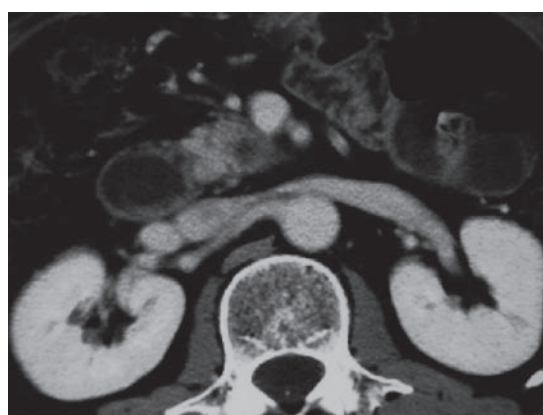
図1の局進行膵癌症例に対して化学放射線療法施行後の造影 CT 膵頭部癌が縮小したため切除可能であった。
